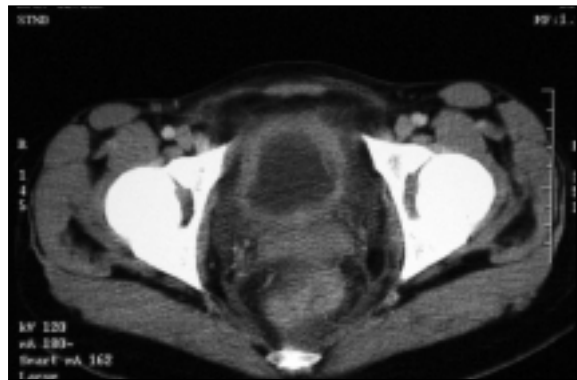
TC toraco-abdomino-pélvica mostrando espessamento vesical parietal difuso.
